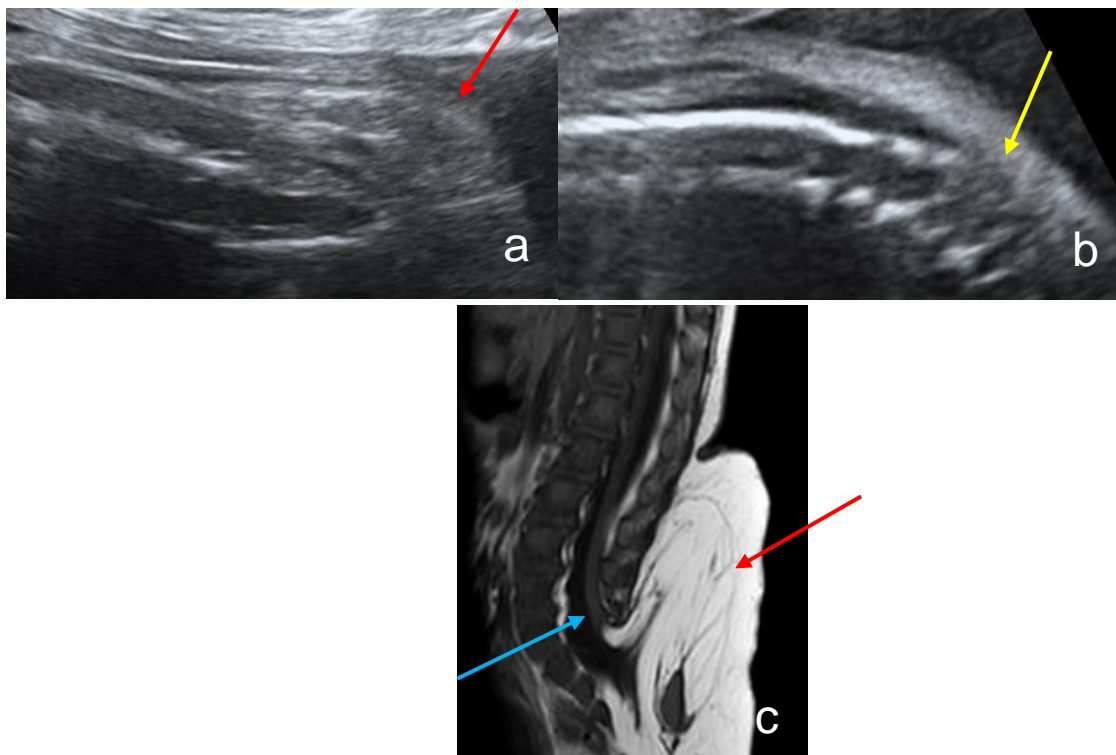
Echographie de dépistage à 32 SA en coupes sagittales sur le rachis thoraco-lombo-sacré (a et b), considérée comme normale. A posteriori, un doute peut être posé sur une masse des parties molles (flèche rouge) et une anomalie de fermeture du canal rachidien (flèche jaune). L'IRM médullaire post-natale (d) en coupe sagittale, en pondération T1 montre un cône terminal (flèche bleue) s'attachant à une masse lipomateuse lombaire.
